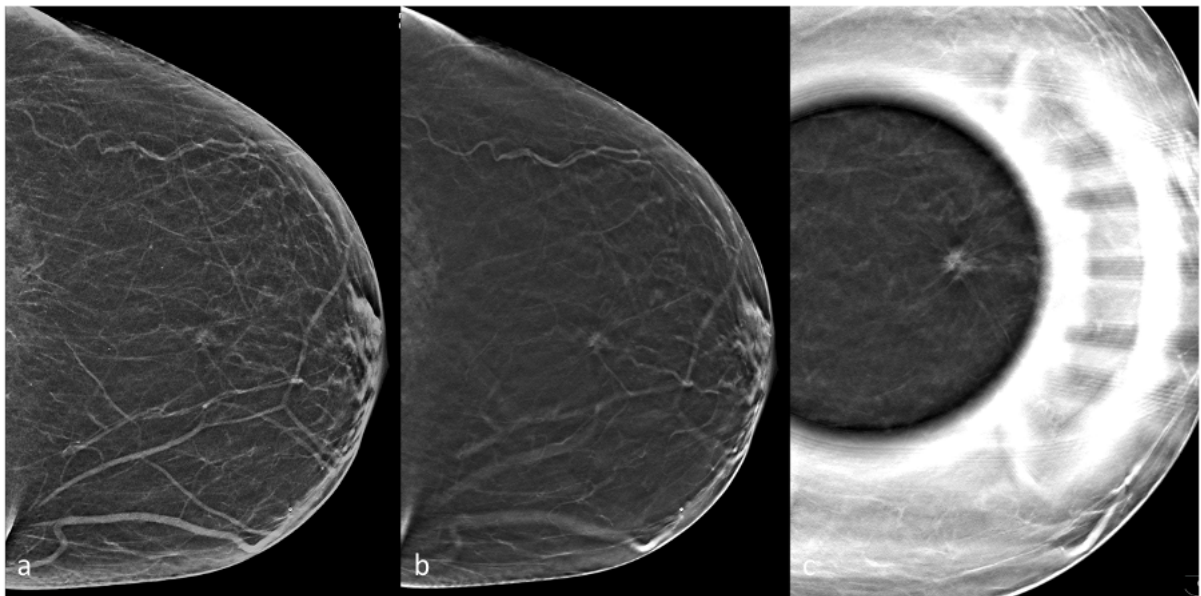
Discrète distorsion architecturale visible sur l'incidence synthétique 2D de face et en tomosynthèse. La compression localisée en tomosynthèse confirme de façon certaine la présence d'une masse spiculée, biopsiée sous échographie et correspondant à un carcinome infiltrant de type non spécifique.*
